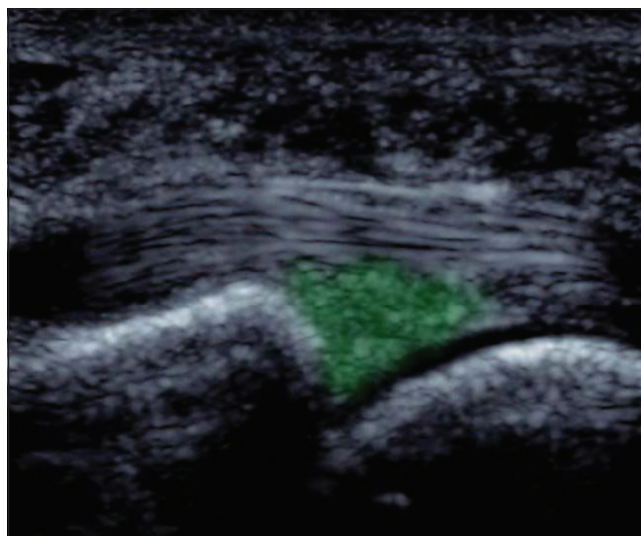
Ultrasound of anterior forefoot - metatarsophalangeal joint (dorsal side - longitudinal scan)
